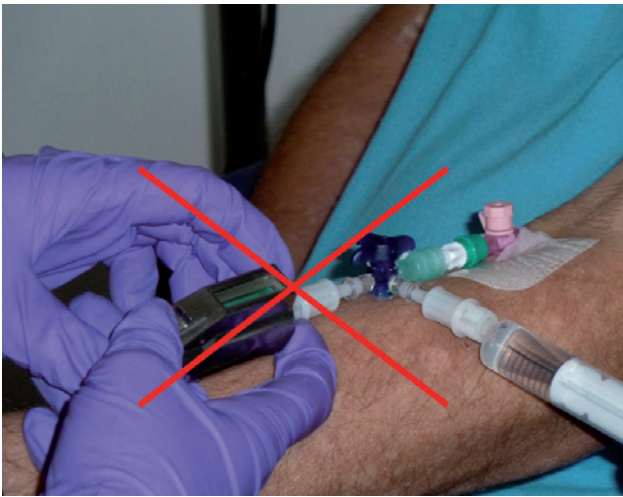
Falsches Fixieren der Spritze führt zu hohen Expositionen der Zeigefingerspitzen (einige mSv nach 5 Applikationen von 200 MBq F-18 FDG).
